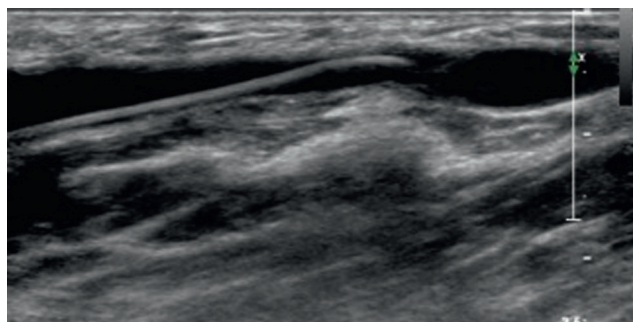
Aspect échographique du guide lors du cathétérisme de la veine d'une FAV radiocéphalique. Échographie mode B, coupe longitudinale.
